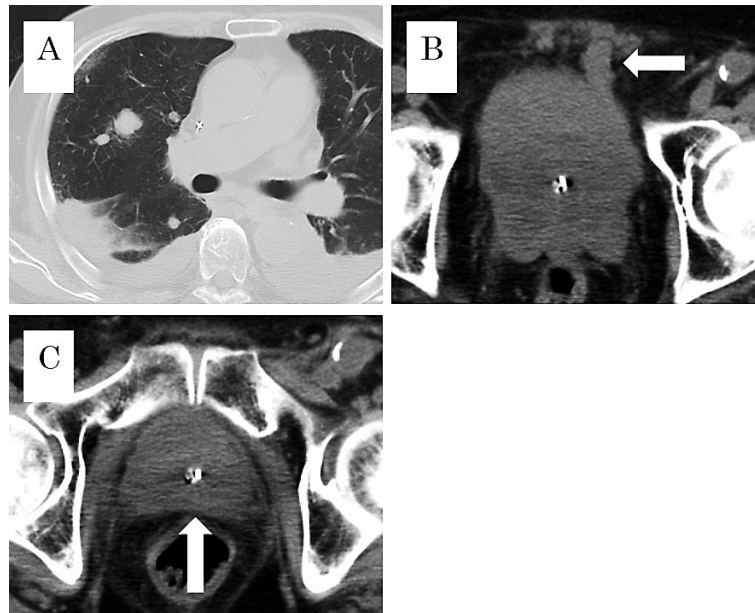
CT shows (A) multiple lung metastases, (B) extravesical infiltration and (C) the recurrence of tumor in the prostate urethra.
